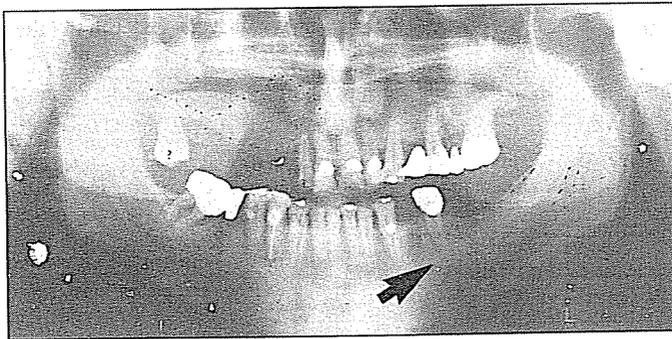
Radiografía panorámica zona de 44. Alvéolo que muestra defecto óseo pos extracción de largo tiempo.
